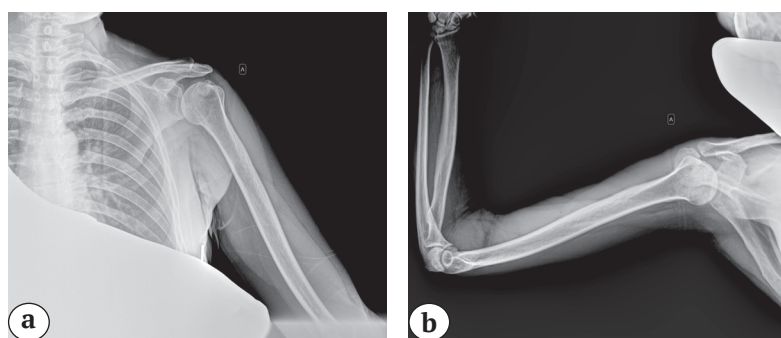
Рентгенограммы левого плечевого сустава пациентки:
